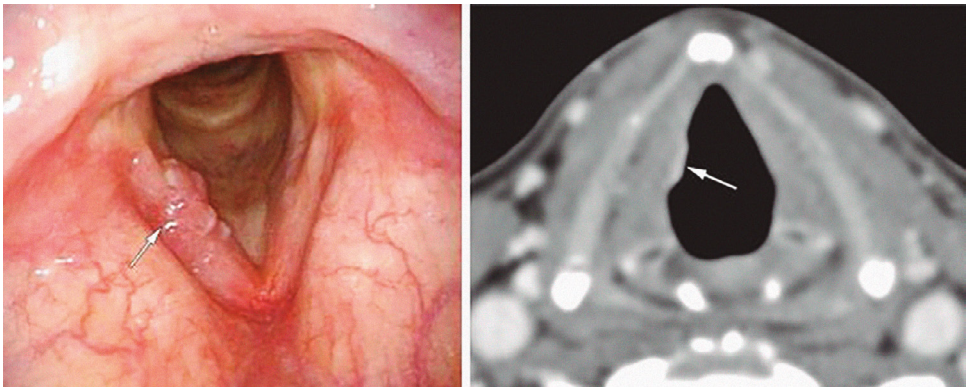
Carcinoma escamoso reducido obtenido en la endoscopía (izquierda) y evidenciado también en la tomografía computarizada (derecha).
